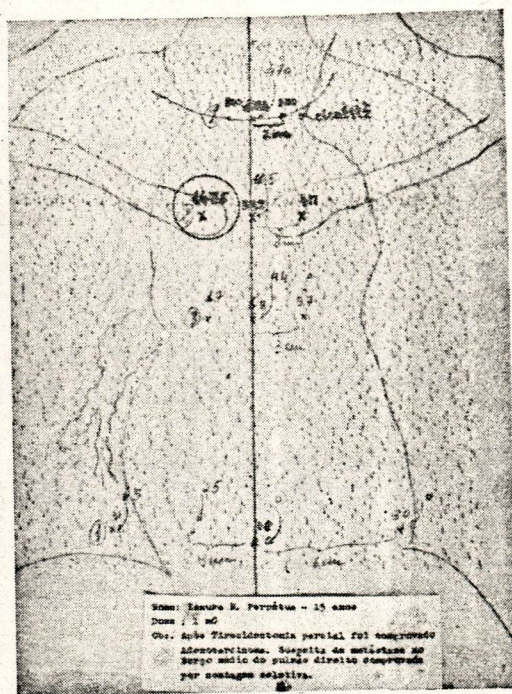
Contagem de localização comprovando metástase pulmonar admitida por radiografia.
